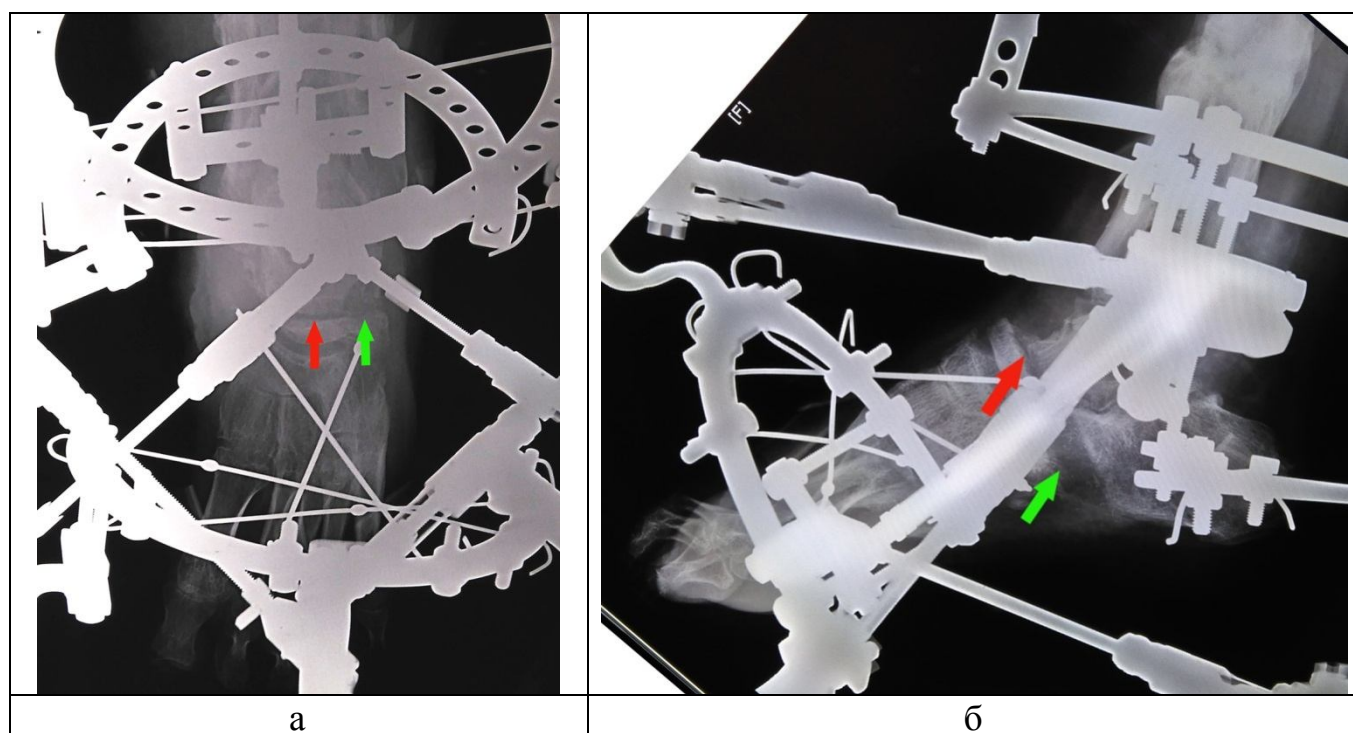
Рентгенограмма стопы: 11-е сутки дистракции среднего отдела стопы после остеотомии шейки таранной кости (красная стрелка) и суставного отростка пяточной кости (зеленая стрелка): а – прямая подошвенная проекция, б – боковая проекция
